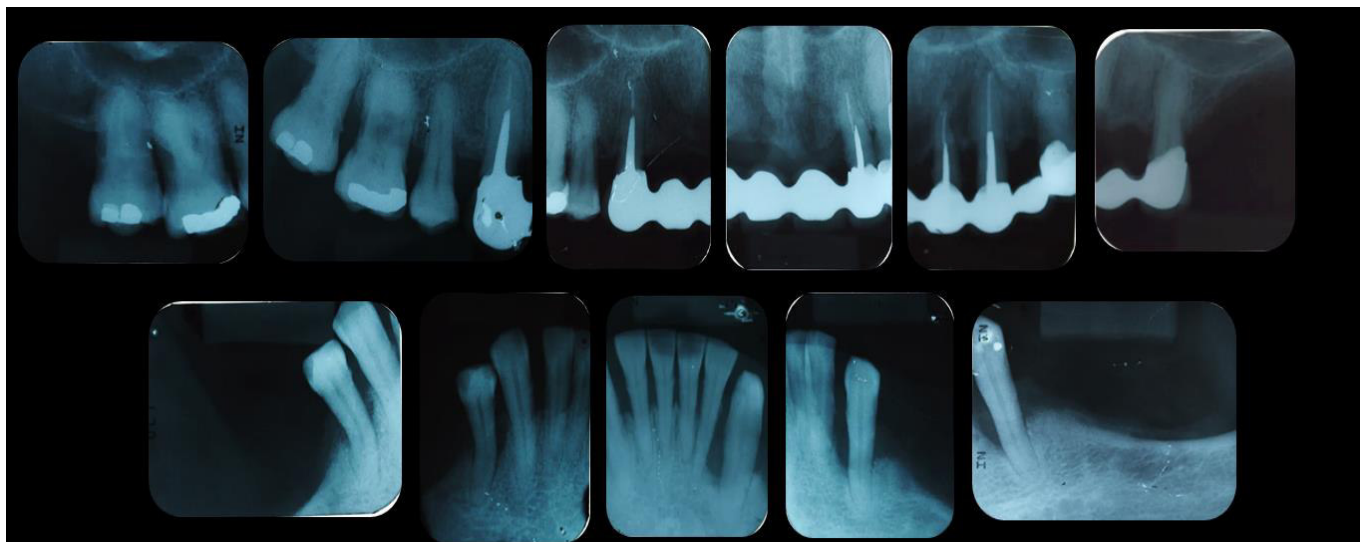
Radiografía seriada
